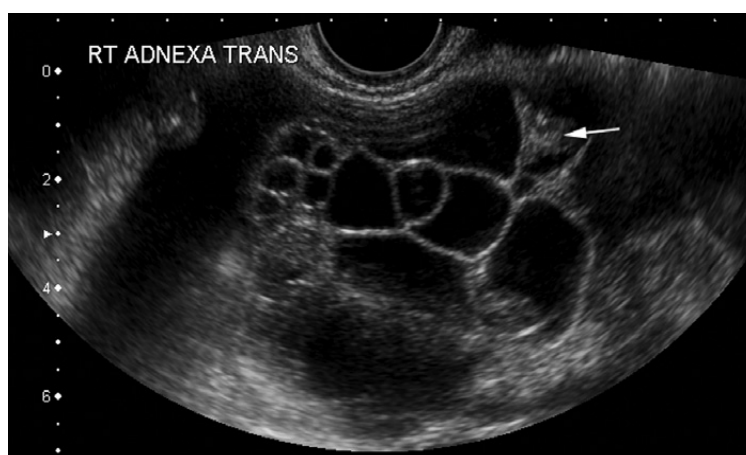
Cystadénome mucineux. L'échographie transvaginale montre une tumeur multiloculaire avec des échos (flèche noire). (22)
